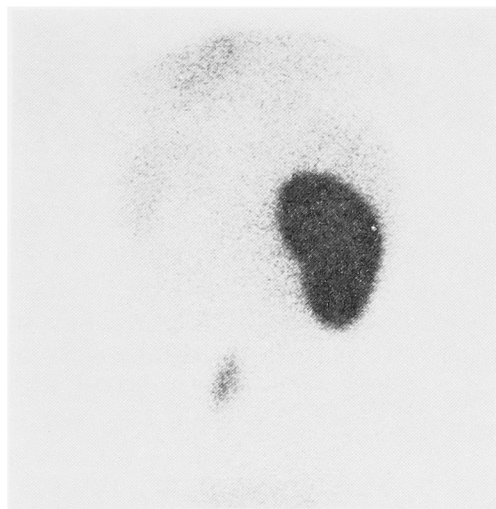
Case 5. Renal scintigraphy reveals left ectopic hypoplastic kidney.
